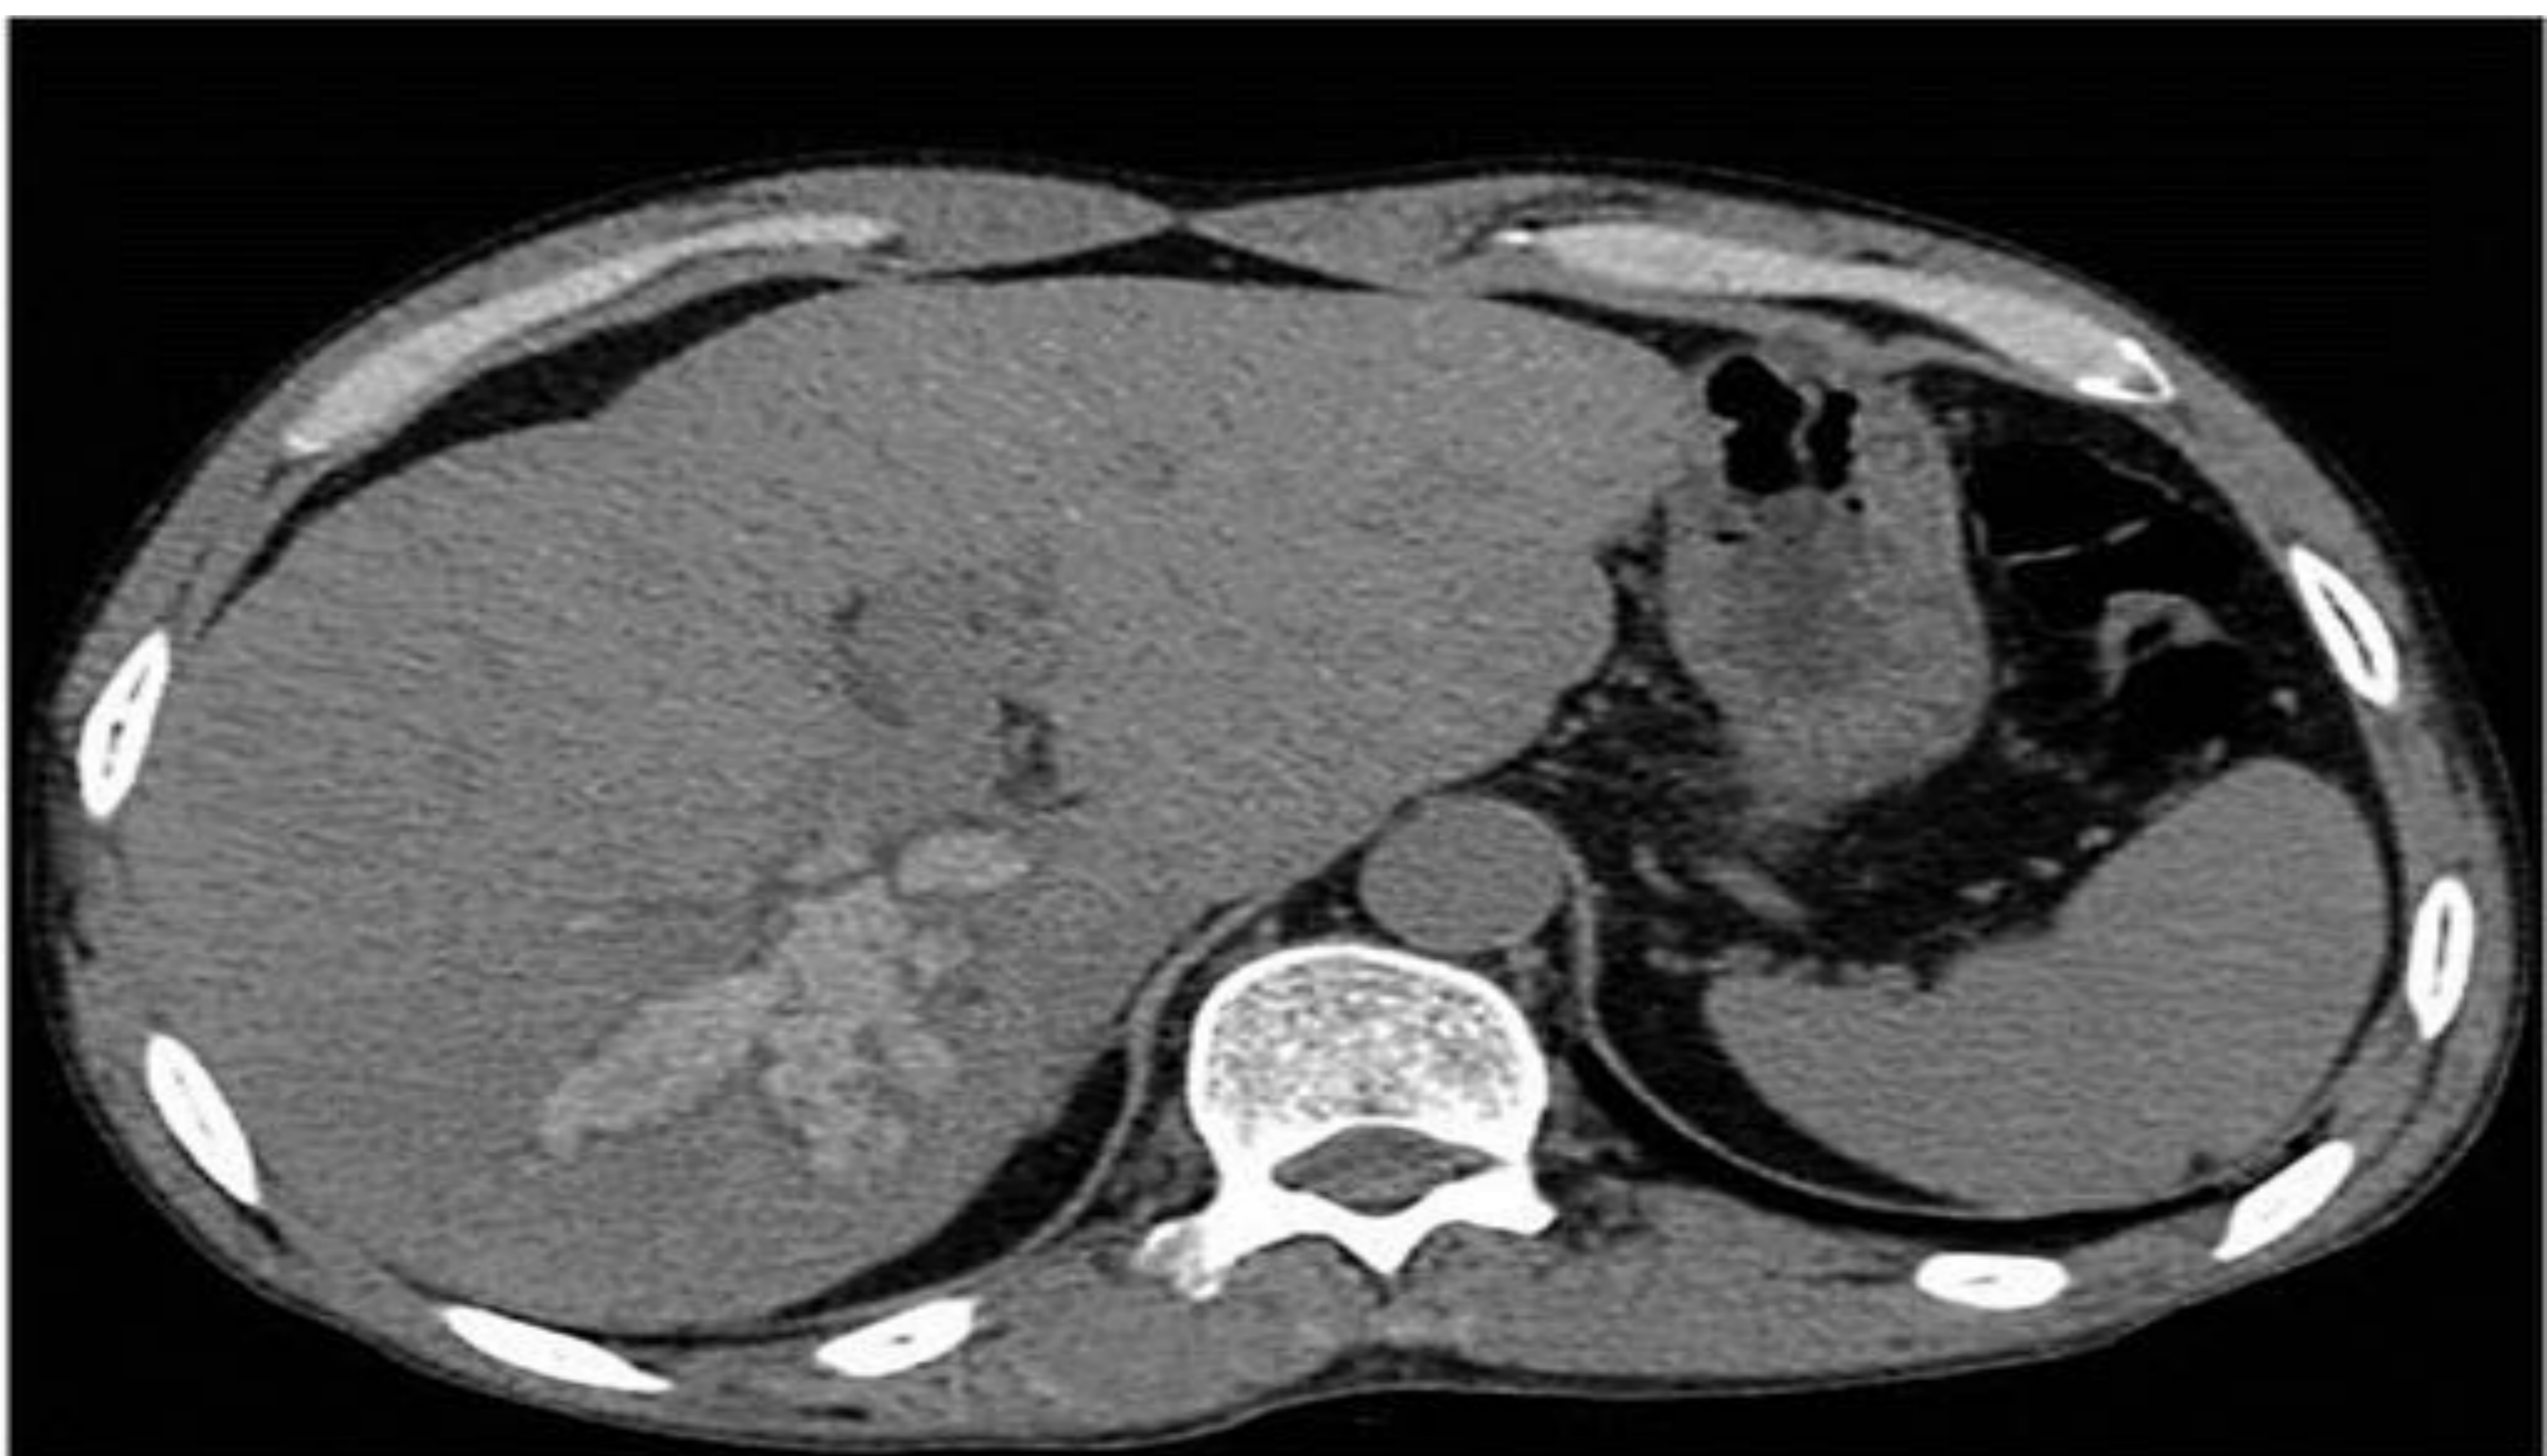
Paciente originaria de China que acude con fiebre y dolor abdominal derecho. En esta imagen de una fase simple de un TC abdominal se identifica una dilatación y tortuosidad de ductos intrahepáticos con presencia de material hiperdenso intraluminal sugestivo de cálculos/barro.
